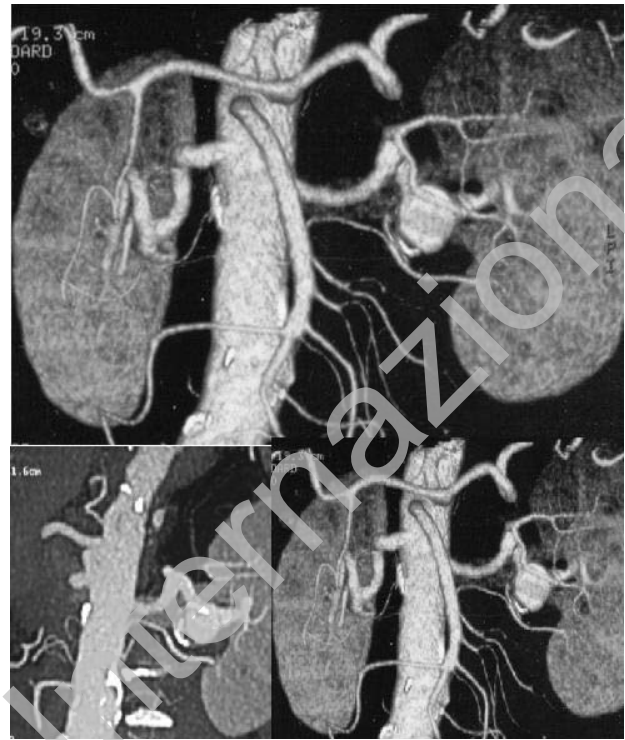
Angio-TC con ricostruzione 3D che mostra un aneurisma dell'arteria renale all'ilo.
